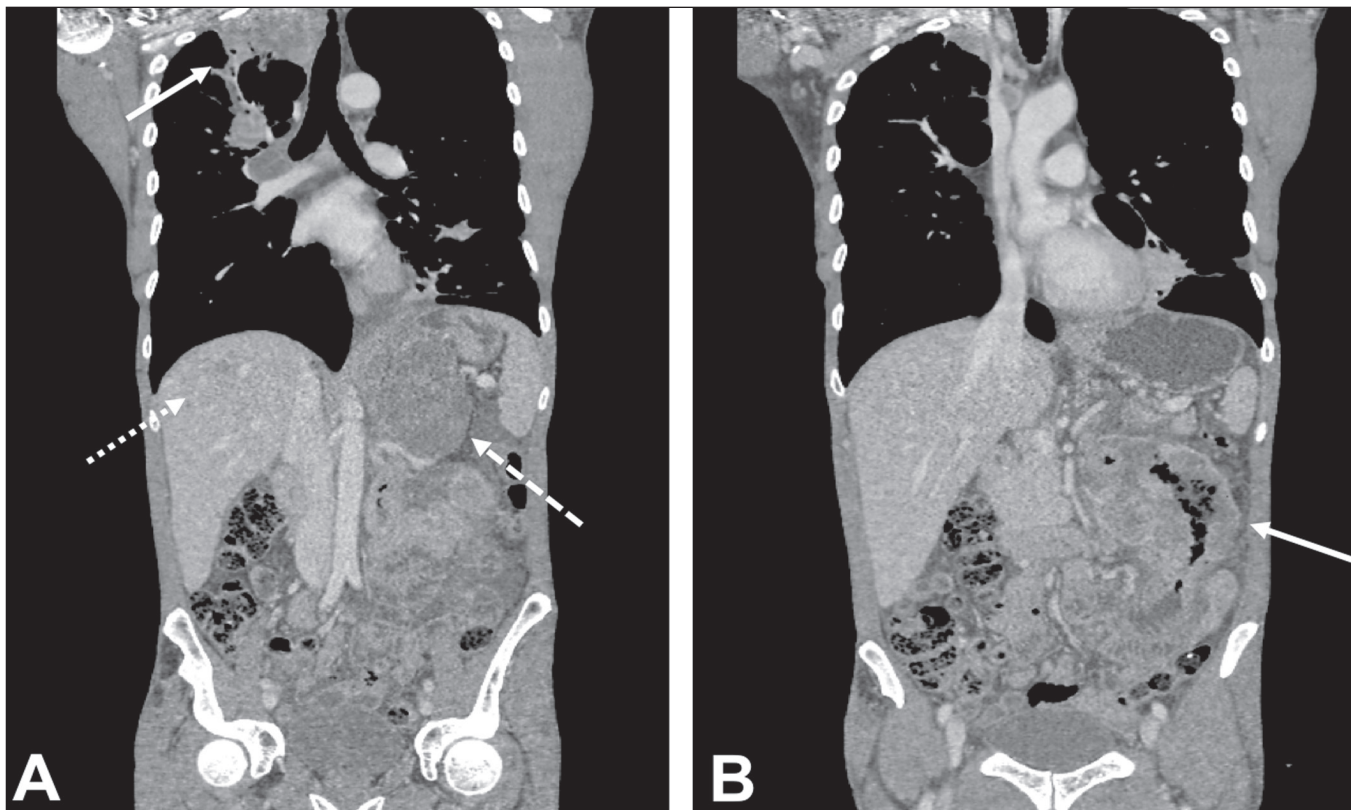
Paciente masculino, 62 anos, com quadro de hemoptise, emagrecimento e dor abdominal. A: TC demonstrando lesão pulmonar escavada (seta), massa adrenal direita (seta tracejada) e nódulo hepático (seta pontilhada). B: Espessamento circunferencial assimétrico do jejuno (seta). Relatório anatomopatológico após biópsia percutânea confirmou tratar-se de adenocarcinoma de jejuno e carcinoma espinocelular pulmonar com metástases adrenal e hepática.
